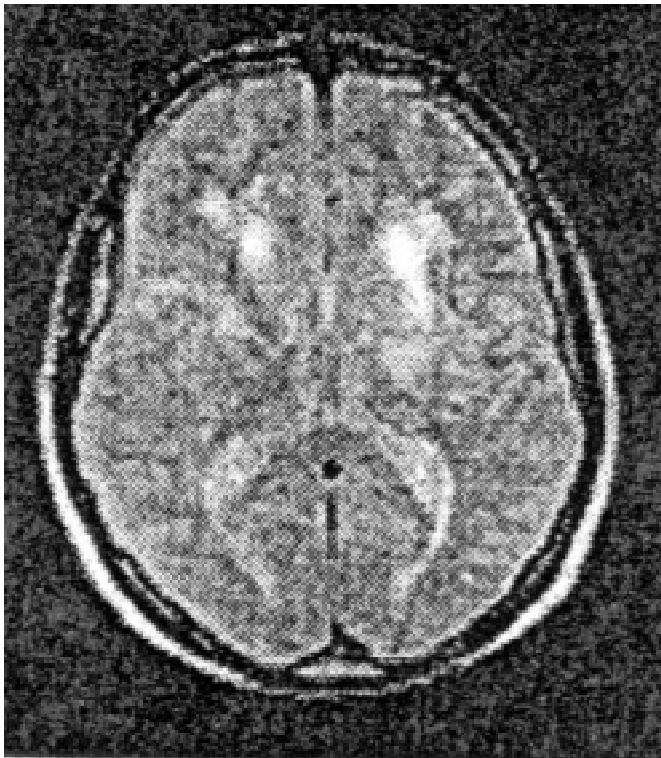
МР-томограма хворого Р., 65 років. ХПМК III ст. T2-зважене зображення. Множинні лакунарні осередки переважно перивентрикулярно
